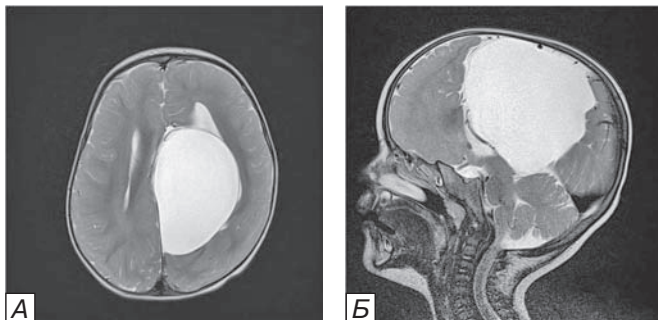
МРТ головного мозга ребенка 1 года 4 мес до операции: арахноидальная киста охватывающей цистерны слева. А — МРТ головного мозга, T2 ВИ, аксиальная проекция. Б — МРТ головного мозга, T2 ВИ, сагиттальная проекция.
